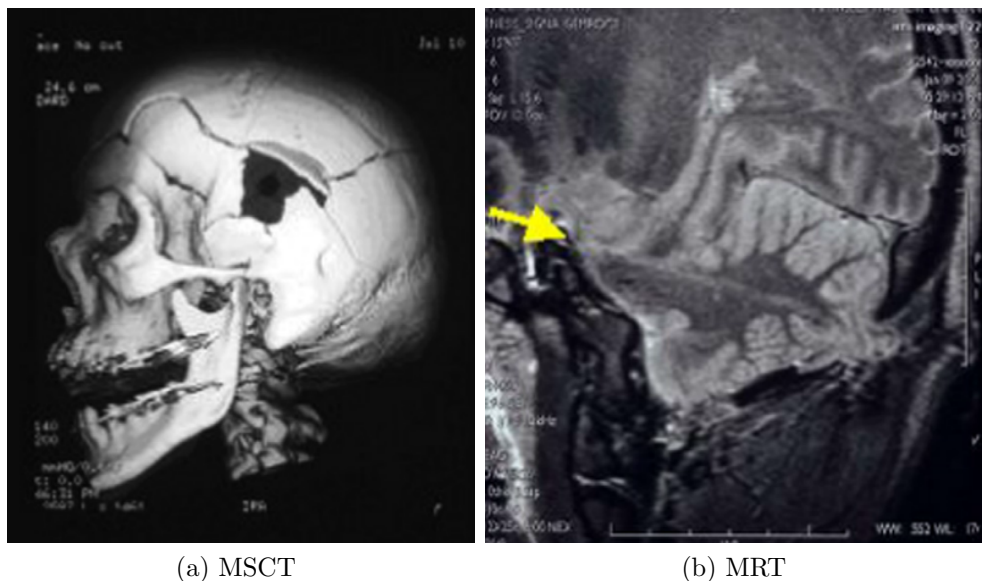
Darstellung einer Schusswunde mittels MSCT und MRT. (a) zeigt den knöchernen Schädel in einer 3D Darstellung. Das Loch der Austrittswunde ist durch die Öffnung der Eintrittswunde erkennbar. (b) zeigt den Schusskanal im Gehirn (Pfeil) in einer 2D Darstellung (aus [3]).
